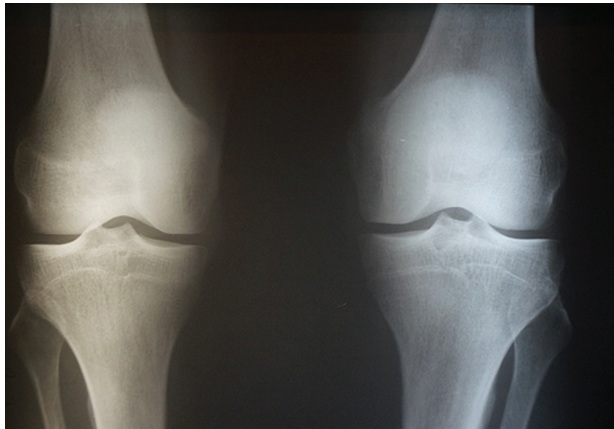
Рентгенологічне дослідження суглобів пацієнта М.
